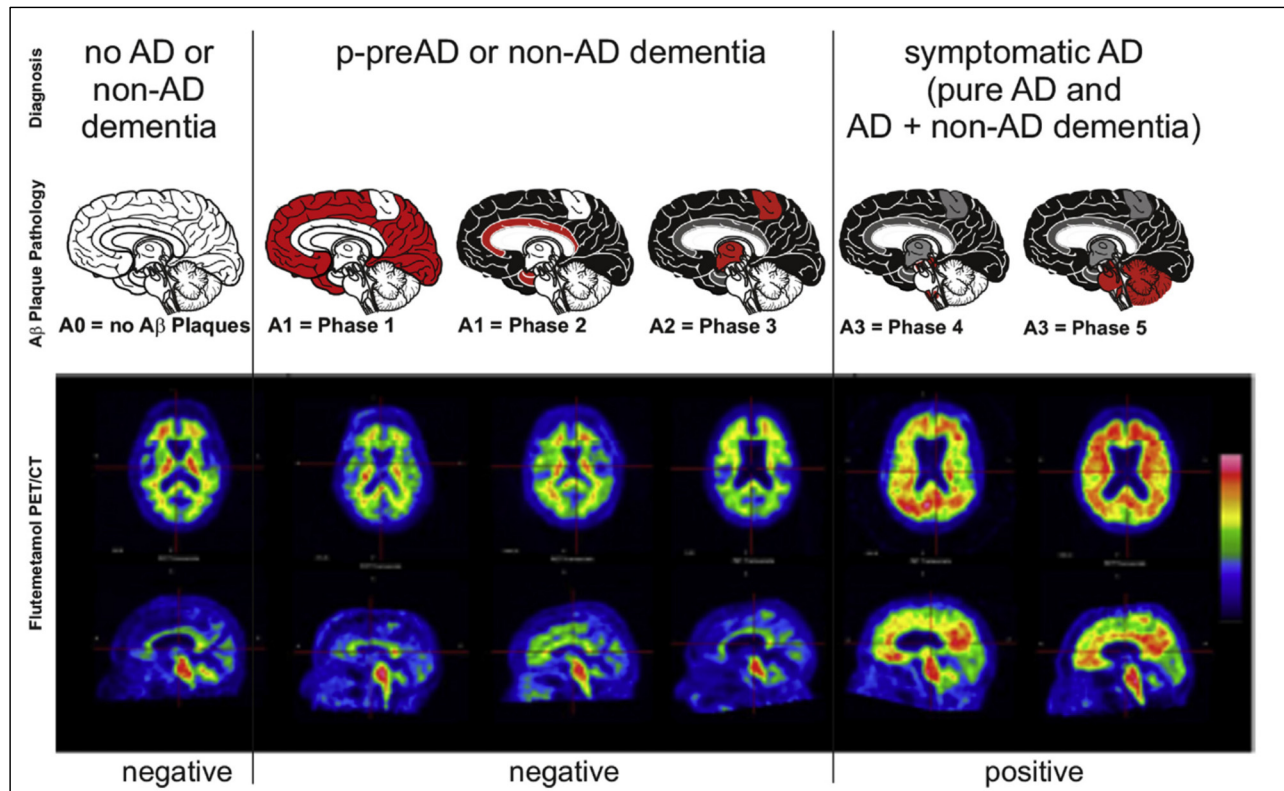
Thal amyloid phases with corresponding amyloid PET images. Adapted from.⁸
